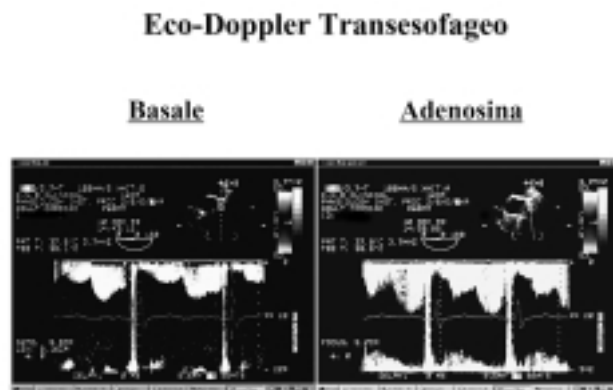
Profilo di flusso registrato in arteria discendente anteriore mediante eco-Doppler transesofageo in condizioni basali e durante infusione endovenosa di adenosina (700 µg/kg/5 min).
